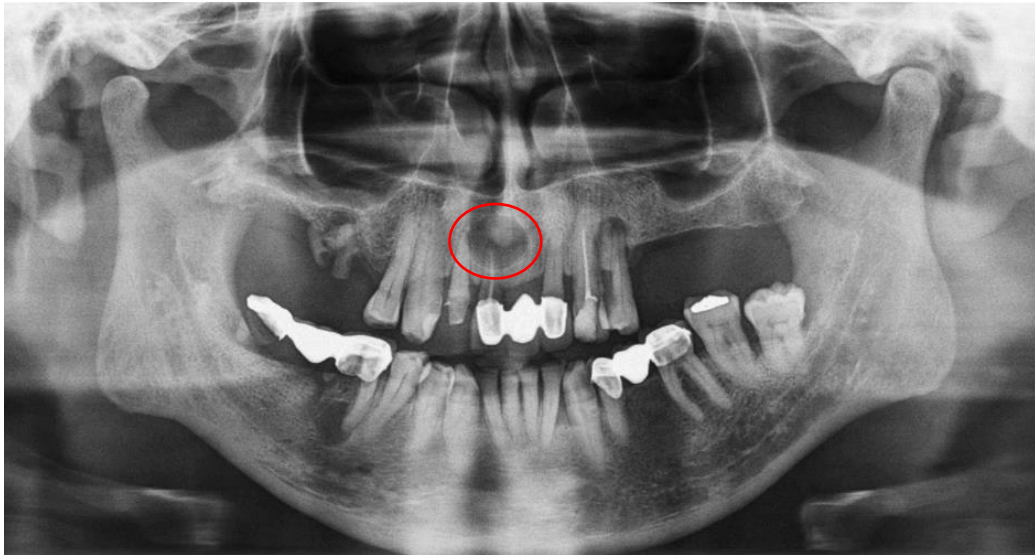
Radiografía panorámica donde se observa una lesión radiolúcida en forma redonda y con bordes corticalizados, a nivel apical del O.D. 11 que sugiere un quiste radicular.⁴⁸
